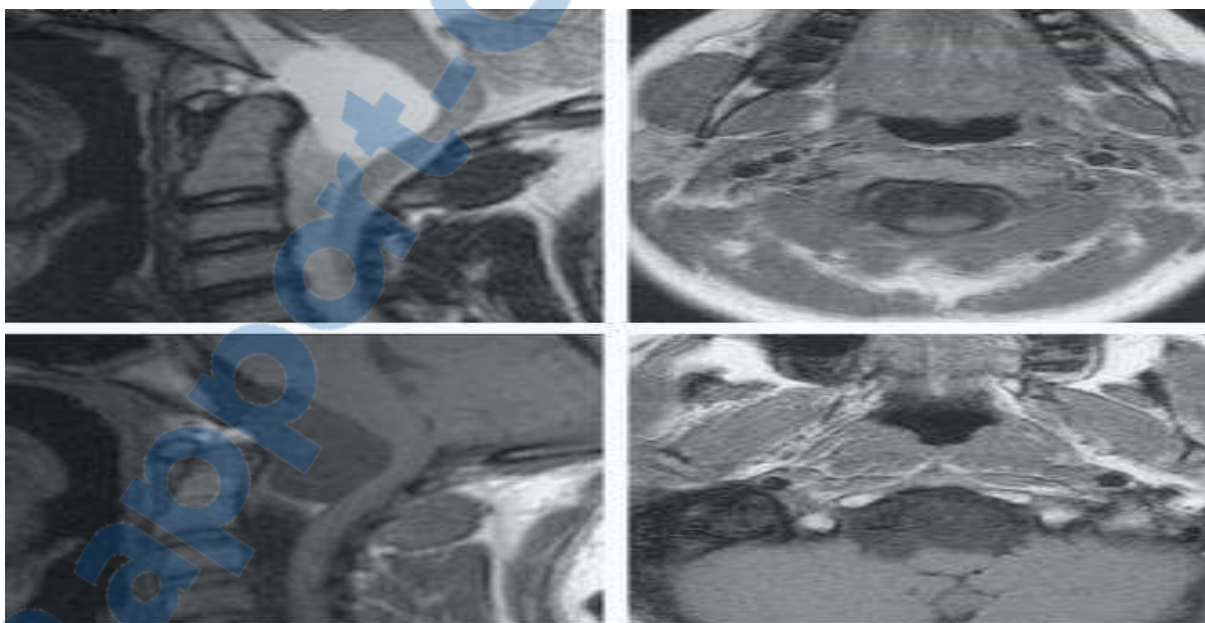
IRM encéphalique, coupe sagittale signal T2, T1 et coupe axiale T2 : kyste arachnoïdien géant prébulbomédullaire. Le signal suit le signal du LCR sur toutes les séquences.
